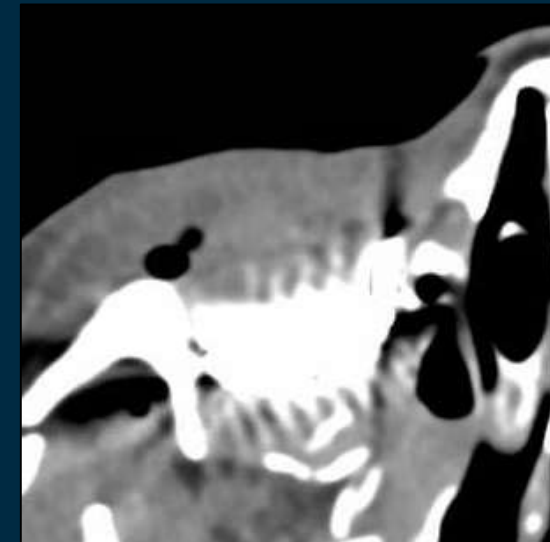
Imagen de TC, cambios postquirúrgicos recientes en órbita derecha con colocación de malla en suelo orbitario. Pequeñas burbujas de aire periorbitarias y edema periorbitario.
